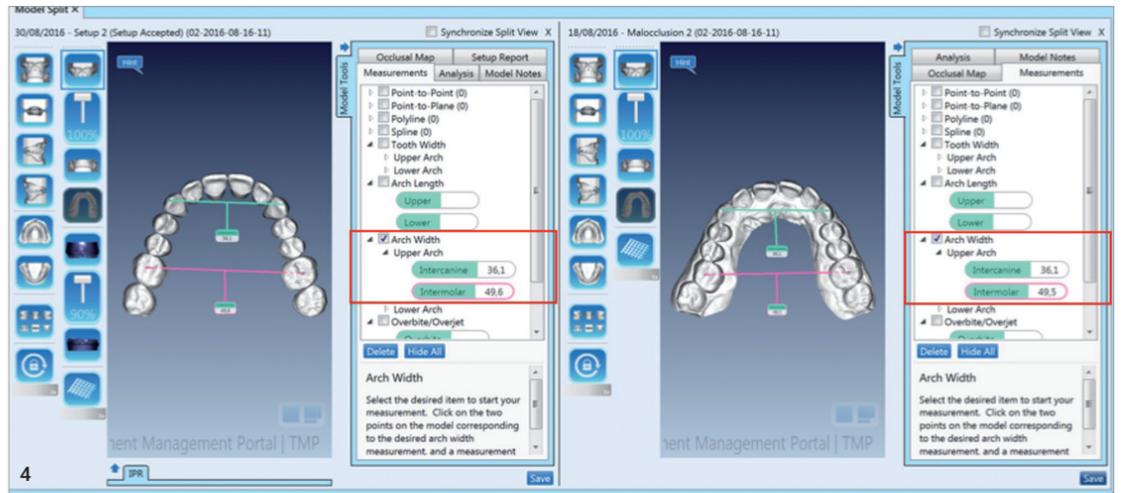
Intraorale Aufnahmen vor Beginn der zweiten Behandlungsphase. Abb. 3f: Orthopantomogramm nach Gaumennahterweiterung. Tabelle 2: Fernröntgenanalyse nach chirurgisch unterstützter Gaumennahterweiterung. Abb. 4: Virtuelle Behandlungsplanung im 3M Treatment Management Portal/TMP; digitales Set-up (links) und Malokklusion (rechts).
